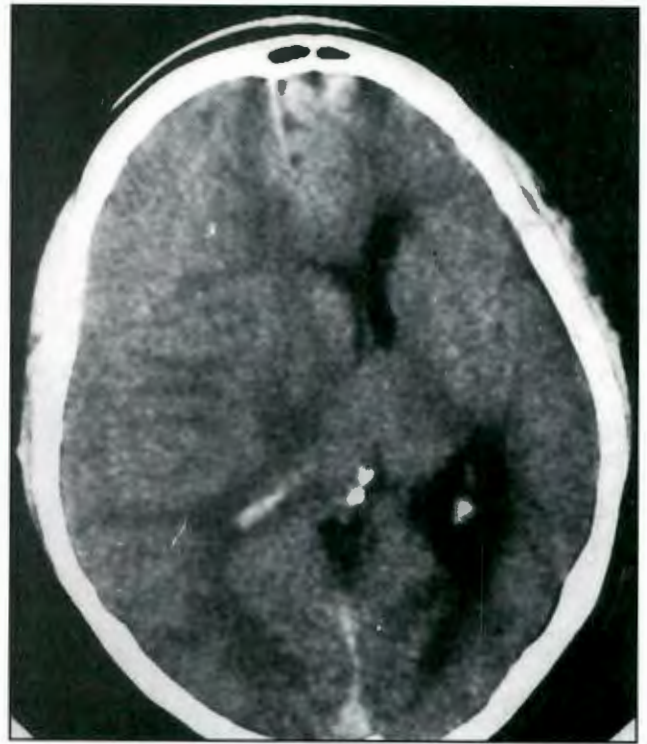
(V; 64) Tomografía computada objetiva colección subdural de densidad mixta en paciente con antecedentes de trauma hace 2 meses. Las hemorragias recurrentes explican el crecimiento del hematoma subdural.
